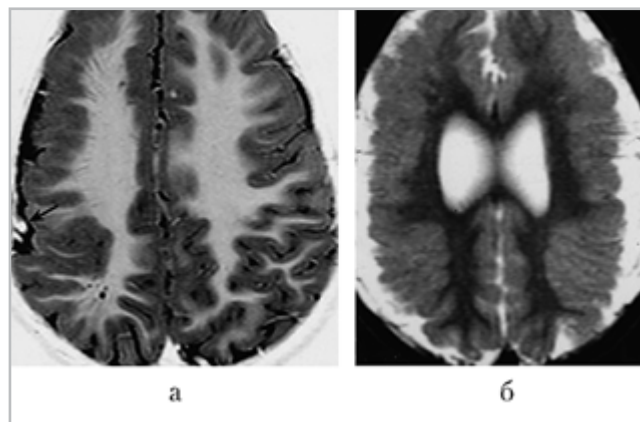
МРТ в аксиальной проекциях, режим T2. Больная Ч., 2 года. Врожденный билатеральный перисильвиарный синдром с вторично-генерализованными эпилептическими приступами, задержкой развития и дизартрией: *а* — аксиальный срез: билатеральные участки перисильвиарной дизигрии; *б* — кортикальная пластинка утолщена, боковые борозды имеют «открытый» характер
